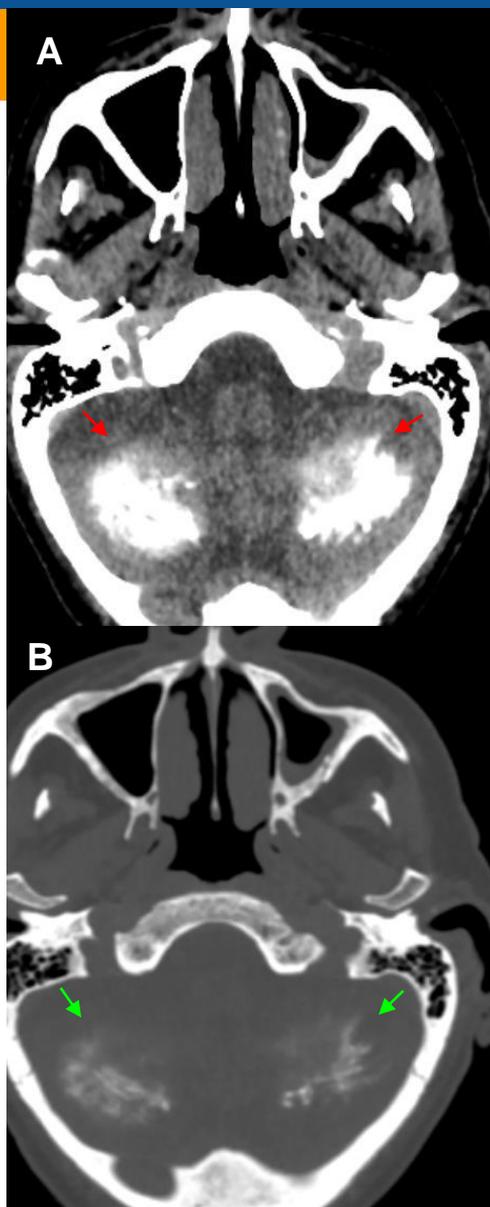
Tomografía de cerebro sin cte ev. Corte axial a nivel de fosa posterior en ventana cerebral (A) y en ventana ósea (B). Muestra calcificaciones difusas a nivel cerebeloso flechas rojas en (A), siendo evidentes en la ventana ósea flechas verdes en (B).
